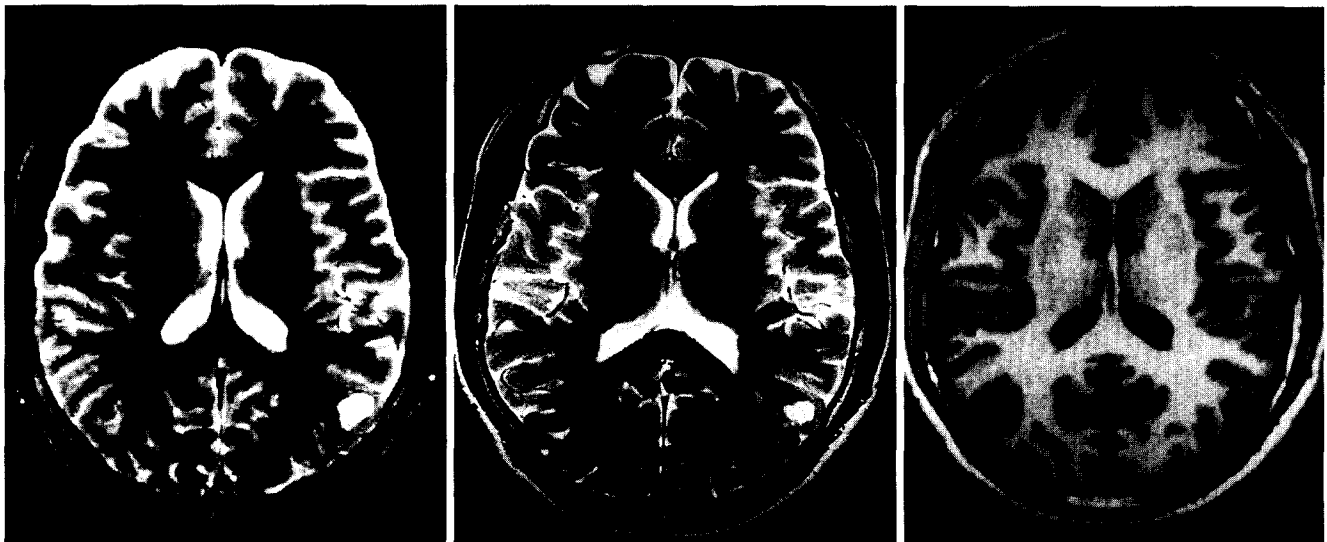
A 23-year-old boy with cystic lesion : MTIR(A), TSE T2-weighted(B), and 3D-MPRAGE T1-weighted(C) images. The contrast between gray matter and white matter on (a) appears better than that on (b), and similar to that of (c). White-gray matter-CSF conspicuity in cystic lesion is seen better using MTIR image(a) than TSE T2-weighted(b).
